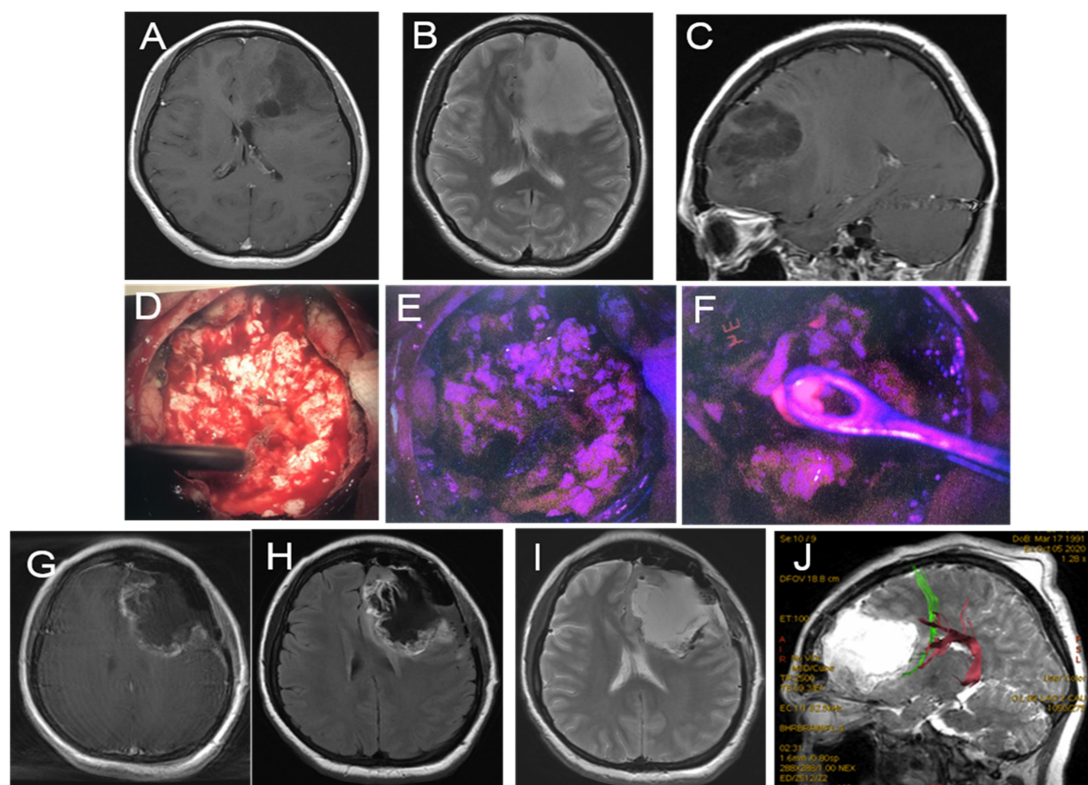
Клиническое наблюдение 4. А-С: дооперационные МРТ-срезы: аксиальный срез, T1 режим с контрастом (А), T2 режим, аксиальный срез (В), сагиттальный срез с контрастом (С); D-F – интраоперационные фотографии в микроскопе: в белом свете (D), во флуоресцентном режиме - слабо-розовое свечение основной массы опухолевой ткани (E), детекция анапластического фокуса глиомы - отмечается яркое свечение в данном участке (F); G – послеоперационная МРТ с контрастированием, аксиальный срез в T1 режиме; H - послеоперационная МРТ с контрастированием, аксиальный срез в T2 FLAIR режиме; I - послеоперационная МРТ в T2 режиме, аксиальный срез; J – послеоперационная МРТ трактография, сагиттальный срез, зеленый цвет – лобный косо́й пучок (FAT), багровый цвет – передний сегмент аркуатного тракта (AF).
